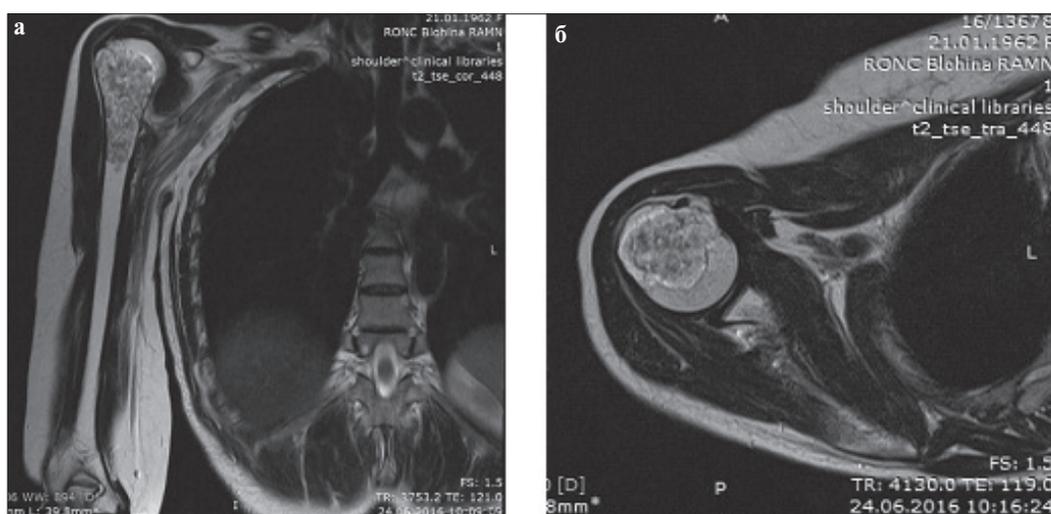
МРТ правой плечевой кости: а) фронтальная проекция; б) аксиальная проекция
